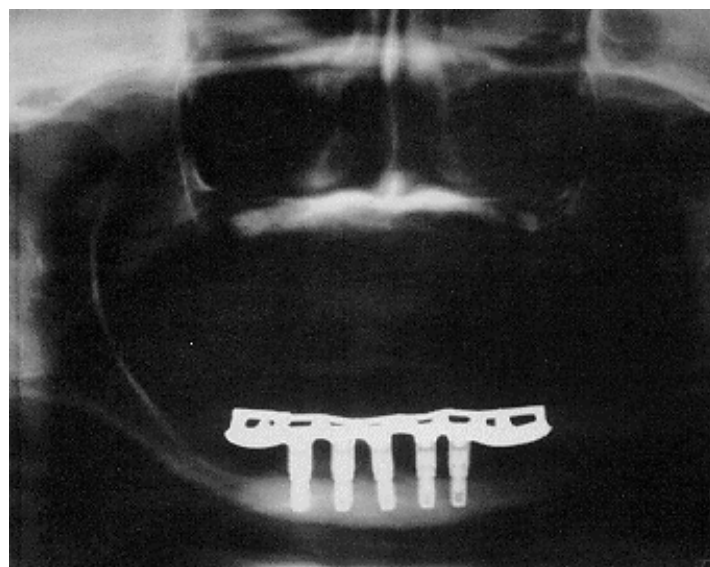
Radiographie panoramique 1 an après la pose d'implant mandibulaire, d'après Starck et Eper (2)
